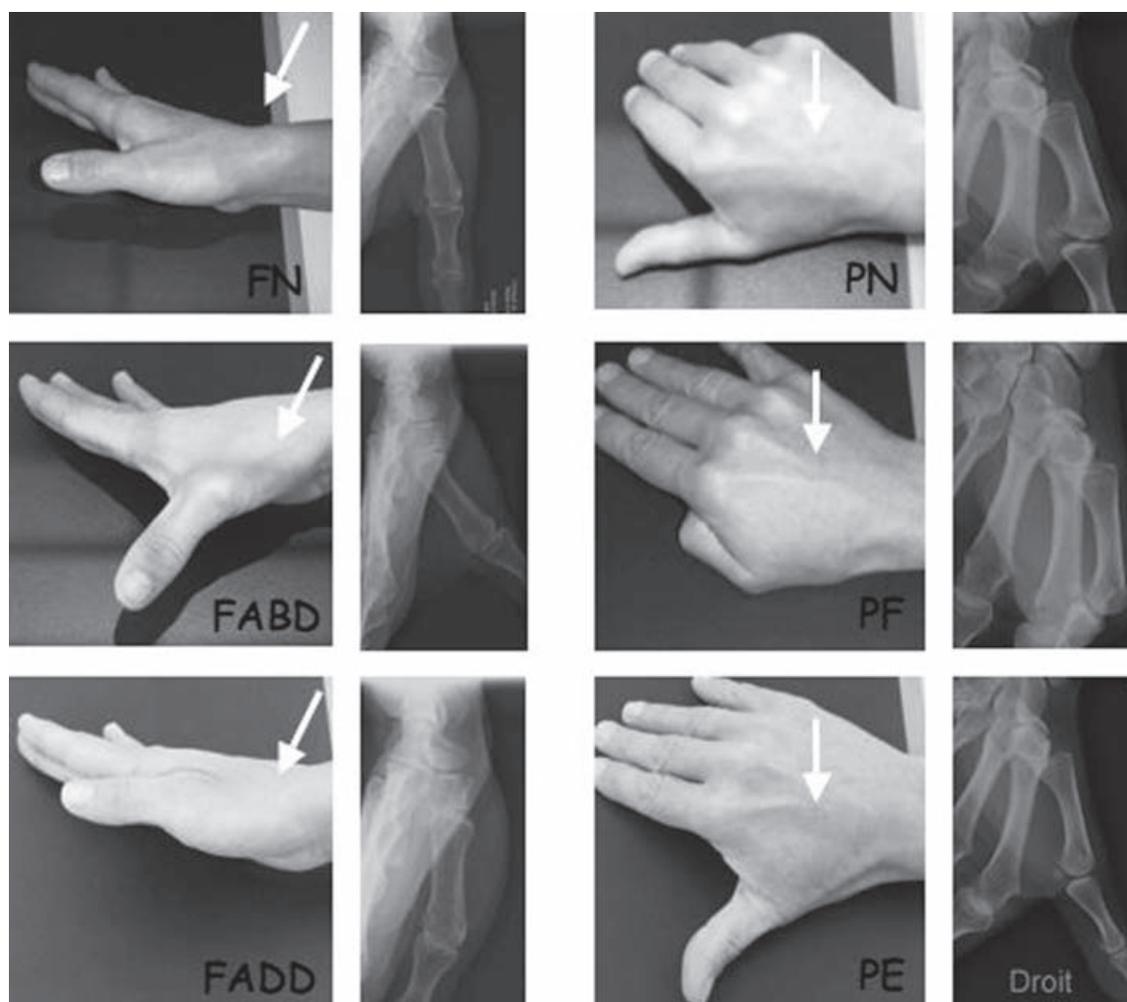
Bilan radiographique de la trapézométacarpienne selon Kapandji. FN : cliché de face en position neutre. Le pouce est dans l'axe du radius, le plan de l'ongle est parallèle à la table, pronation et extension de 15° du poignet. Le rayon est incliné de 30°. Les interlignes STT et TM sont enfilés. PN : cliché de profil neutre. Le pouce est dans l'axe du radius, la main en pronation de 30°. Rayon vertical centré sur la MP. Face en abduction (F ABD) et face en adduction (F ADD) : à partir de la face, le pouce est placé en abduction et en adduction. Profil en flexion (PF) et profil en extension (PE) : à partir du profil, le pouce est placé en flexion et en extension.
